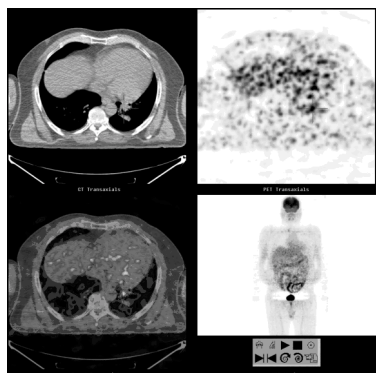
Avaliação da resposta à quimioterapia. Embora com redução dimensional, comparativamente com a figura anterior, a lesão nodular continua a apresentar intensa captação anómala de FDG-F18 sugerindo manter-se doença em actividade.
